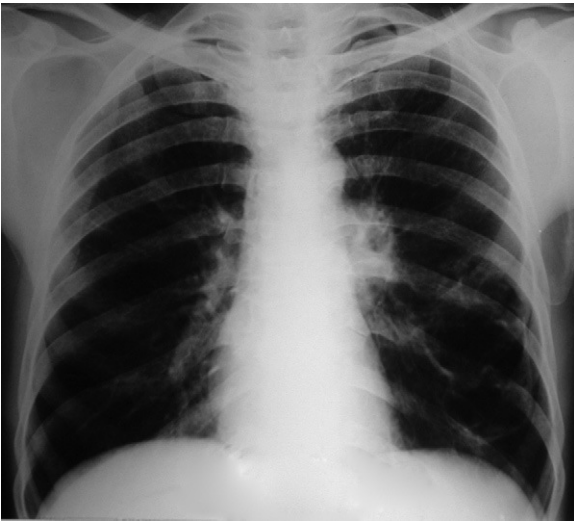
La visión posteroanterior de la radiografía de tórax en la presentación inicial demuestra la presencia de un quiste en el lóbulo inferior izquierdo.
